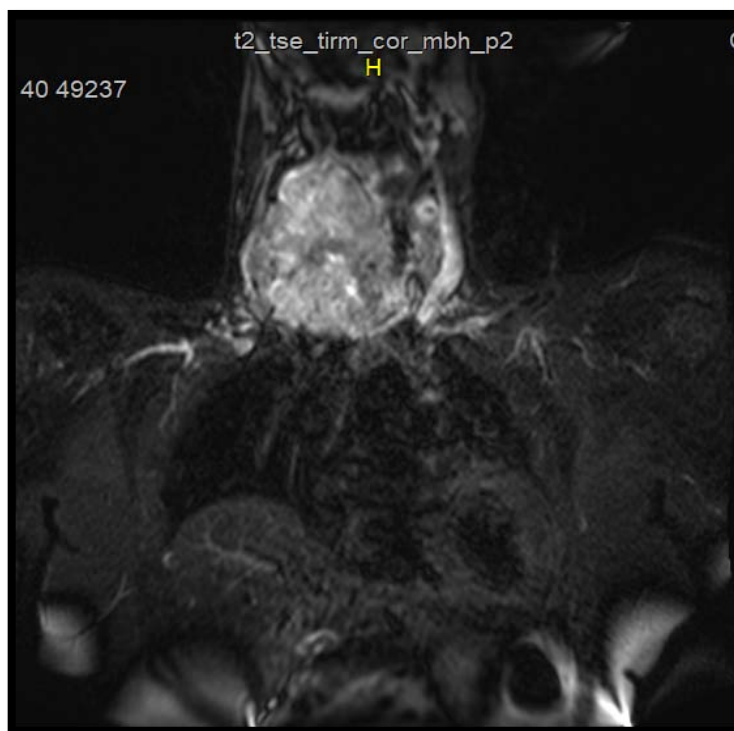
IRM cervico-médiastinale en coupe coronale en séquence pondérée T2 FAT SAT, montrant un volumineux goitre hétérogène latéralisé à droite (iconographie du service)
